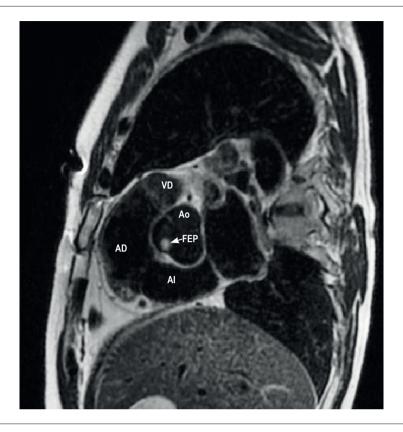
Resonancia magnética cardíaca. Al: atrio izquierdo; AD: atrio derecho; VD: ventrículo derecho; Ao: aorta; FEP: fibroelastoma papilífero.
